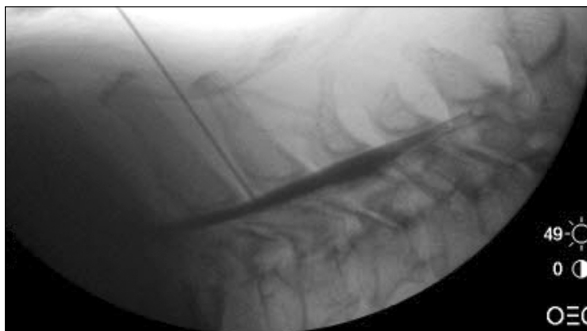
Lateral radiograph of the cervical spine with subdural contrast media. The dense collection of the contrast media is confined to the posterior aspect of the spinal canal.
